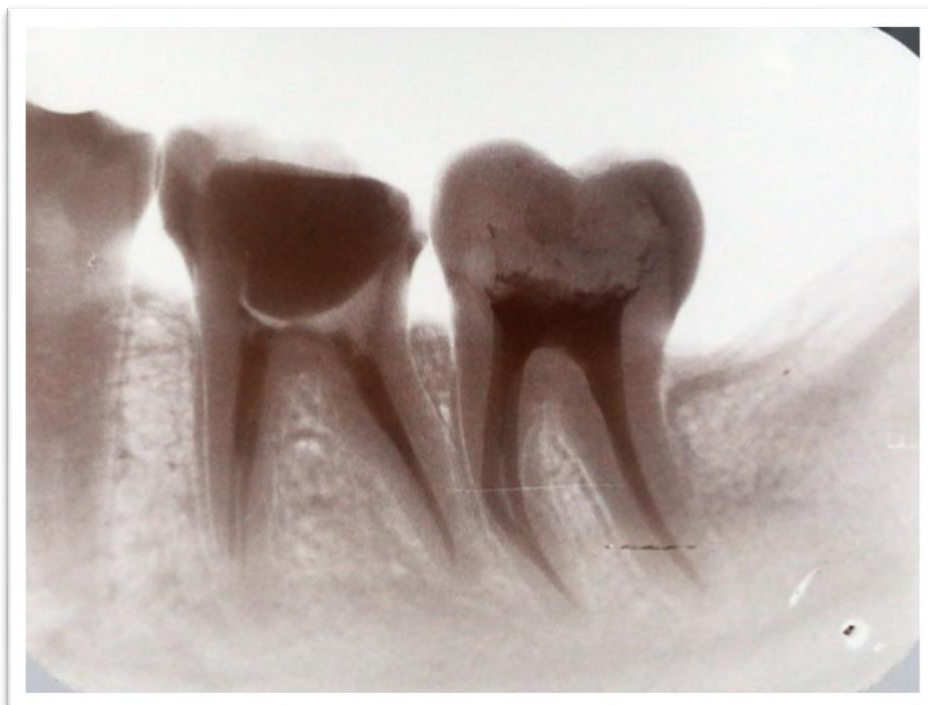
Radiografia periapical final em contraste negativo
